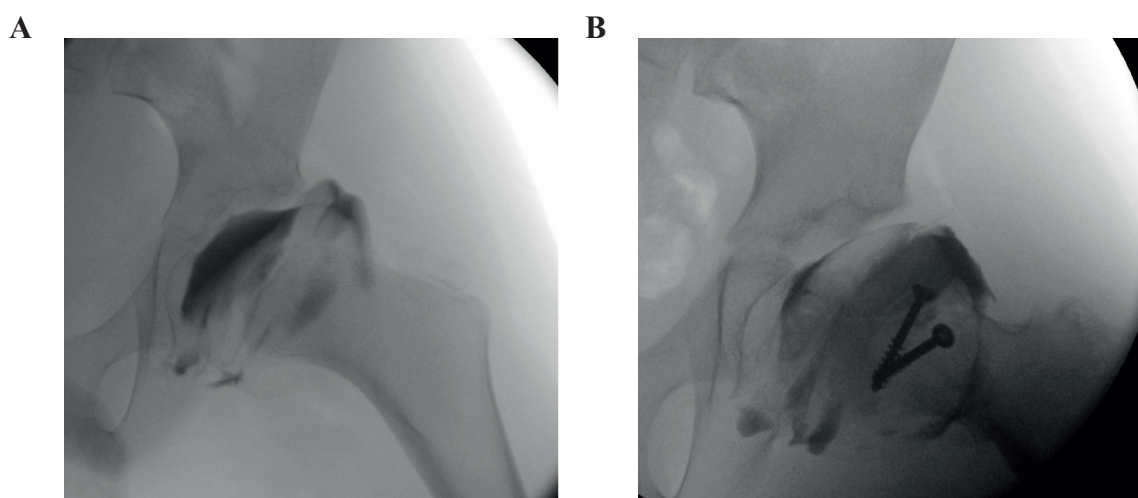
RTG snímek pacienta s LCP chorobou léčeného kombinací SPO + VO. Z archivu kliniky dětské a dospělé ortopedie a traumatologie 2. LF UK a Fakultní nemocnice v Motole.*
